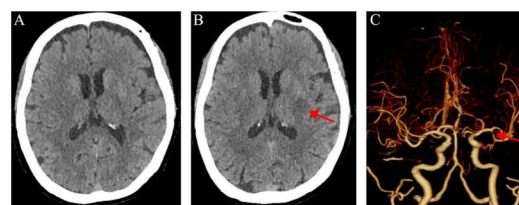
Head CT and cerebrovascular imaging of case 2
